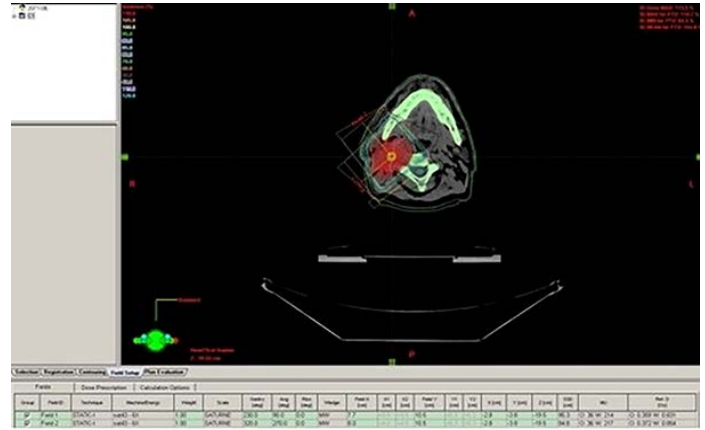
GTV, CTV, PTV ve kritik organların ^{18}F FDG PET-CT füzyon görüntülerinin kullanılarak oluşturulması
